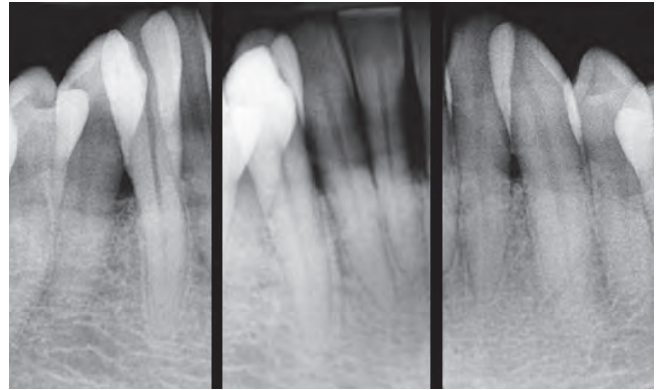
Situation radiographique initiale.
